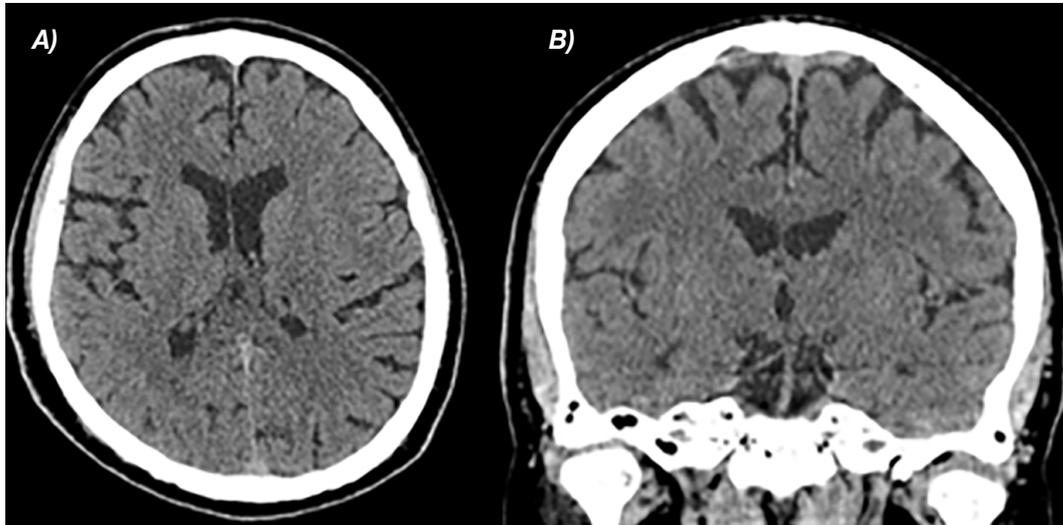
TC simple de cerebro en ventana encefálica, A) Plano axial y B) Plano coronal, realizada para la evaluación inicial bajo la sospecha de evento isquémico agudo. El estudio es de características normales. Fuente: Servicio de Imagen. Hospital de las Fuerzas Armadas.
